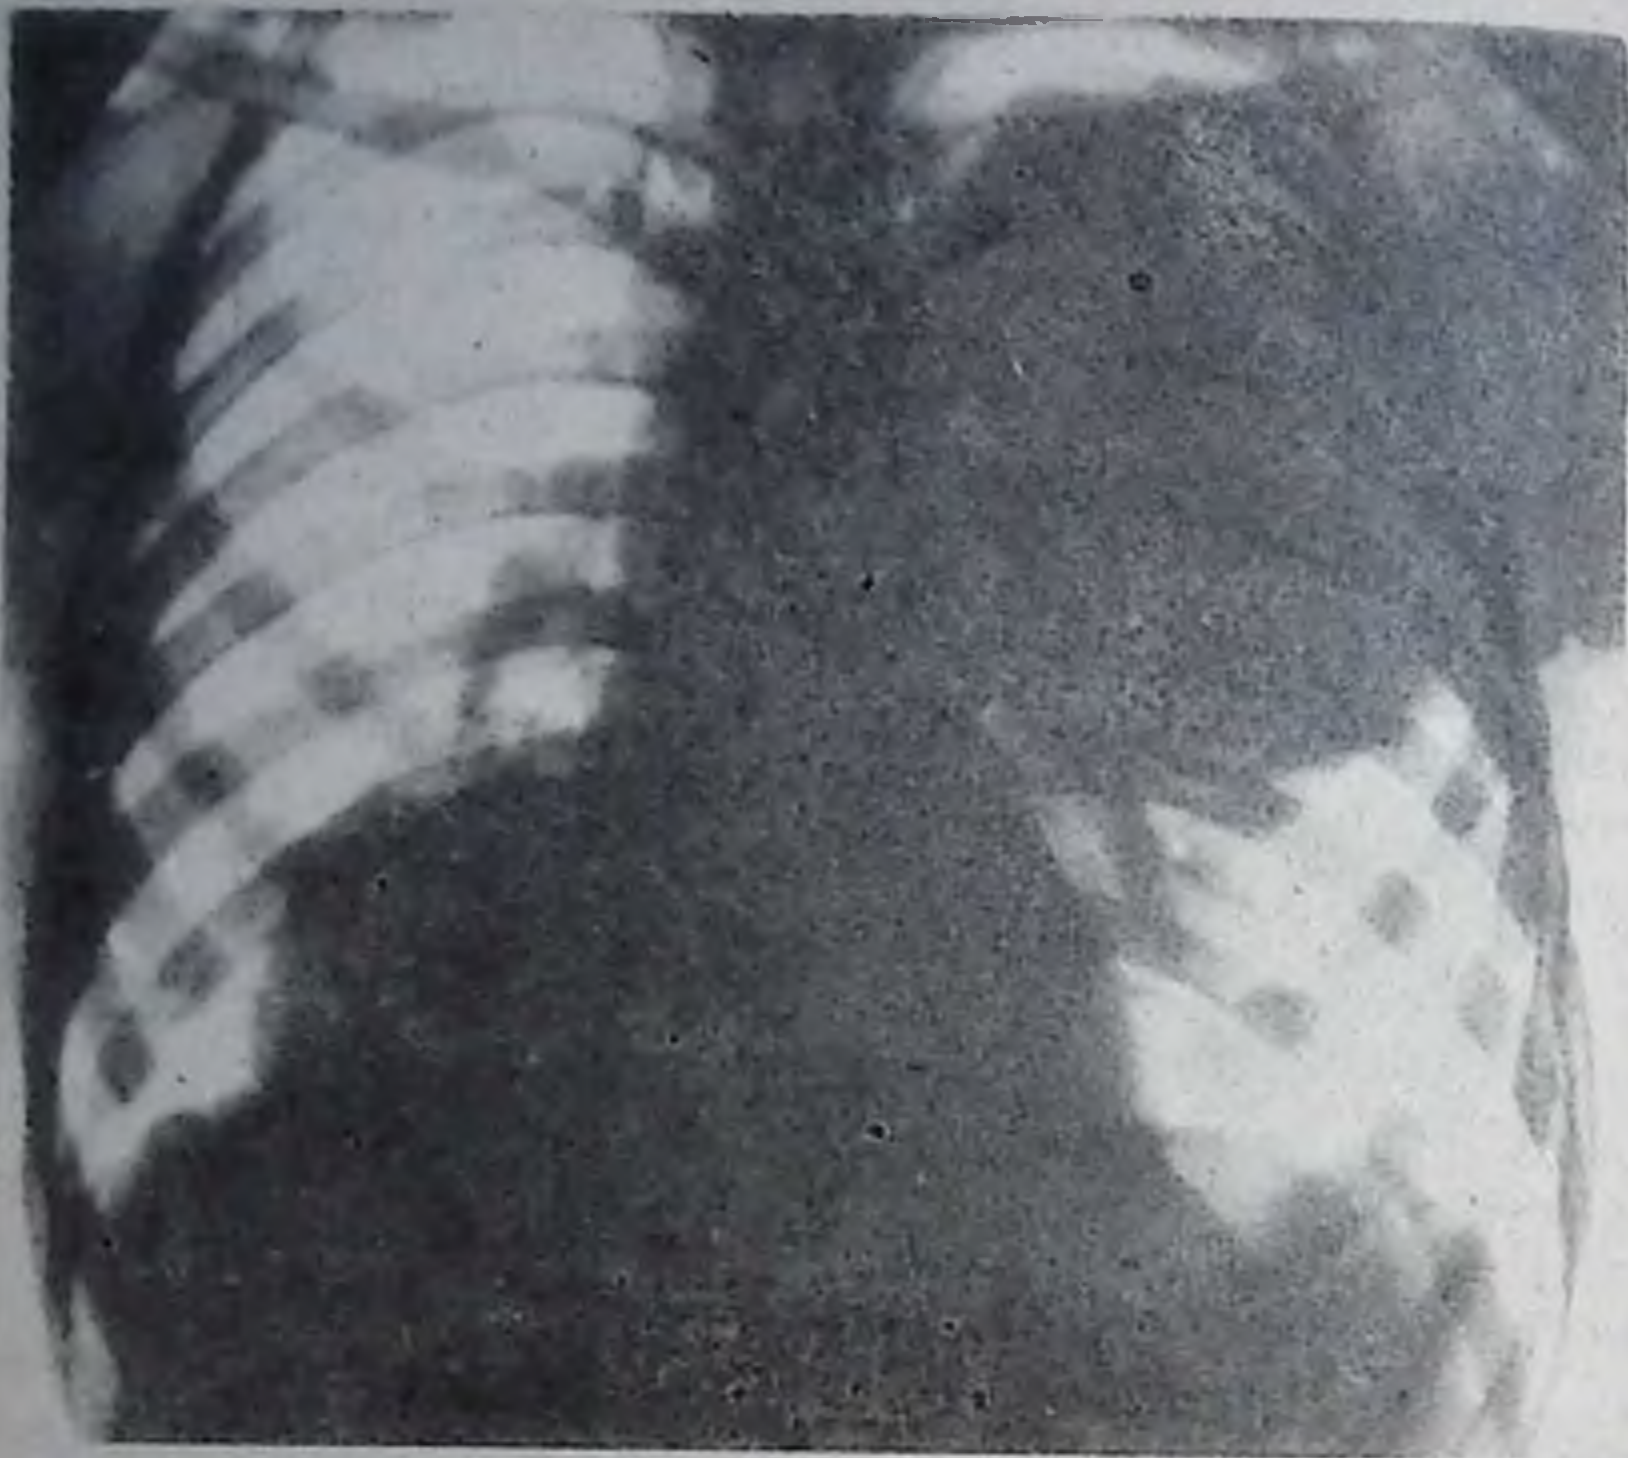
Рентгенограмма грудной клетки в прямой проекции. Справа в нижневнутренней части выявляется полукруглое однородное и интенсивное затемнение с четким контуром, слева в верхней части — средней интенсивности затемнение с четким контуром, овальной формы, размером 6×9 см. Ведущий синдром — овальная тень. Эхинококкоз легких.
